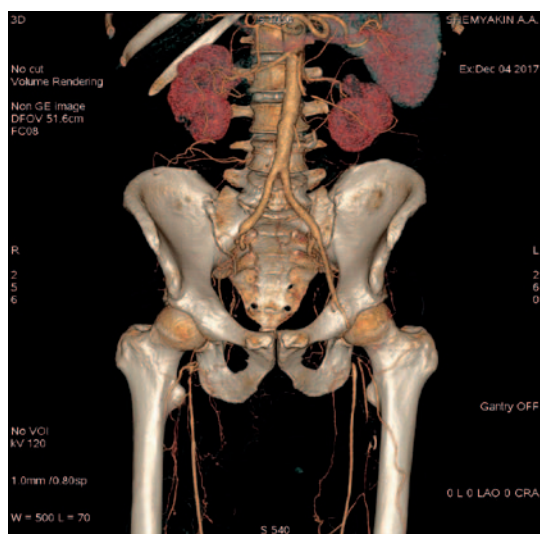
КТ-ангиография брюшной аорты и подвздошных артерий пациента Ш.
